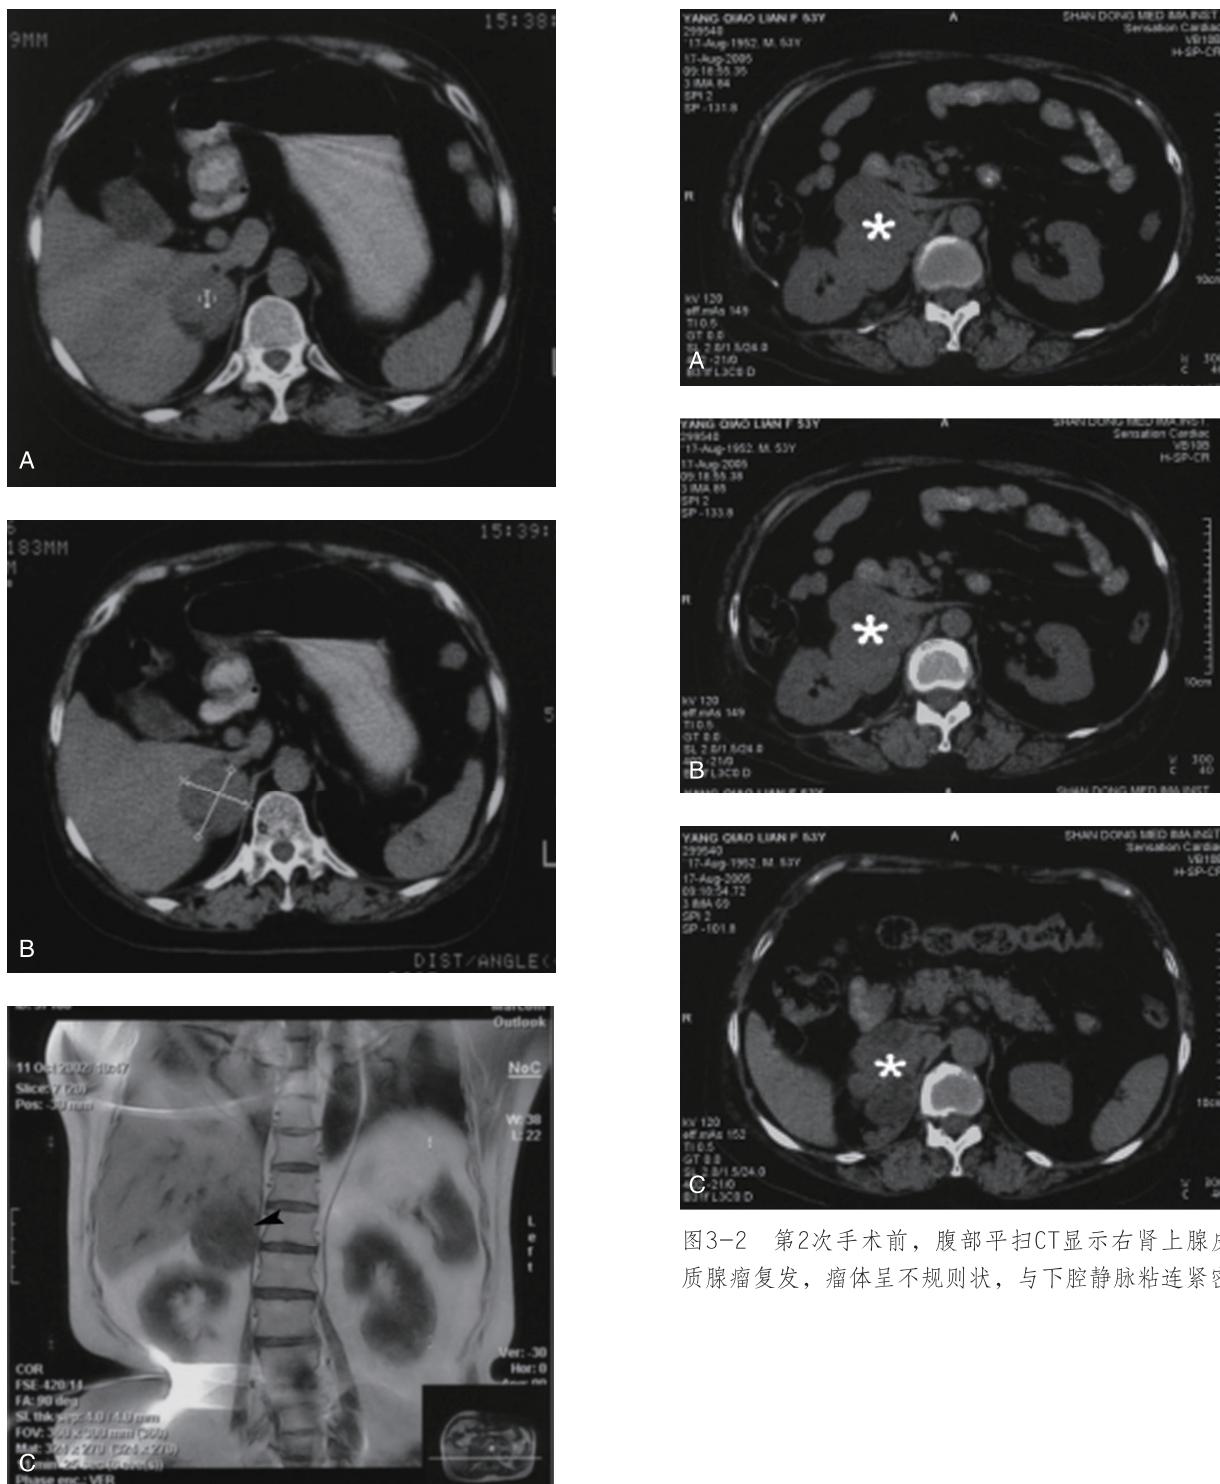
第2次手术前，腹部平扫CT显示右肾上腺皮质腺瘤复发，瘤体呈不规则状，与下腔静脉粘连紧密
